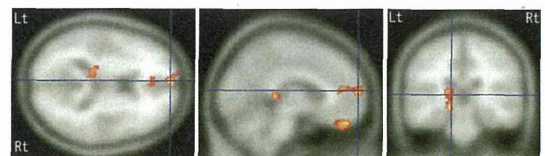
一次運動野刺激時の脳活動変化 (PET)
